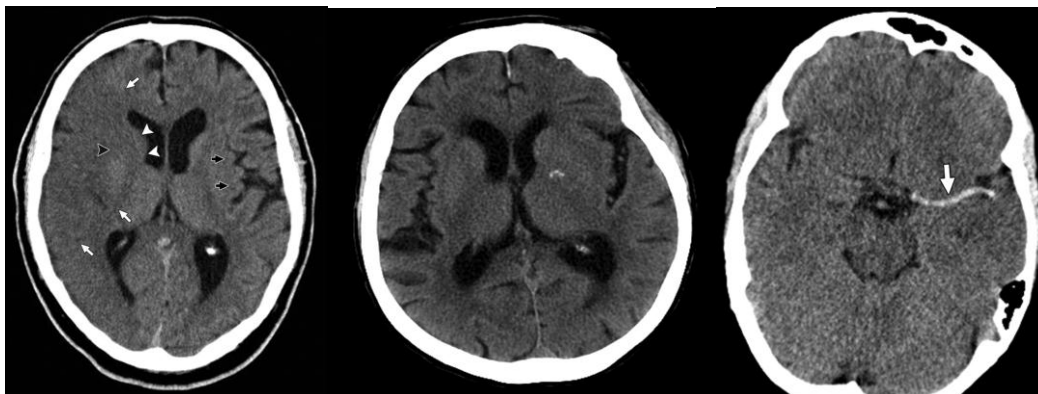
Corte de TC evidenciando os achados precoces de isquemia: perda do contorno insular (esq.), perda da diferenciação branco-cinzenta (centro) e artéria cerebral hiperdensa (dir.)
